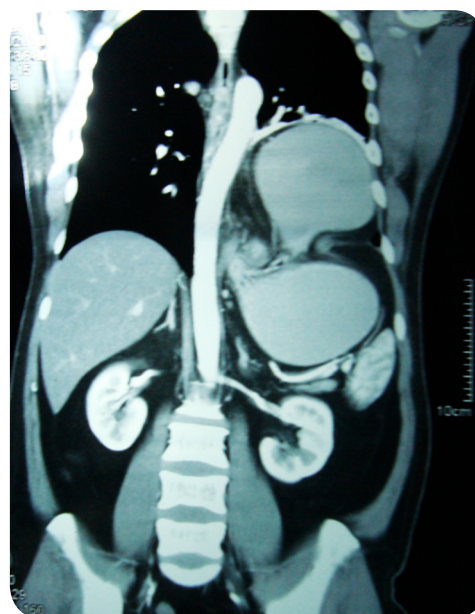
Tomografía abdominal con contraste. Se evidencia el ascenso de las vísceras abdominales a través del defecto congénito diafragmático. En base a las características clínicas y paraclínicas, se estableció los diagnósticos de: Hernia Diafragmática Congénita de Bochdalek y Atelectasia por compresión.
